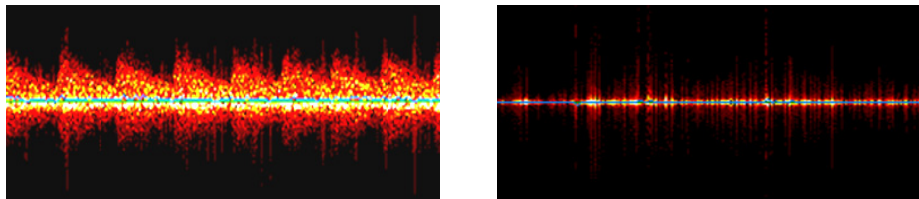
Examples of Ultrasound Doppler Graphy on Vital tooth(left) and Root filled tooth(right)
